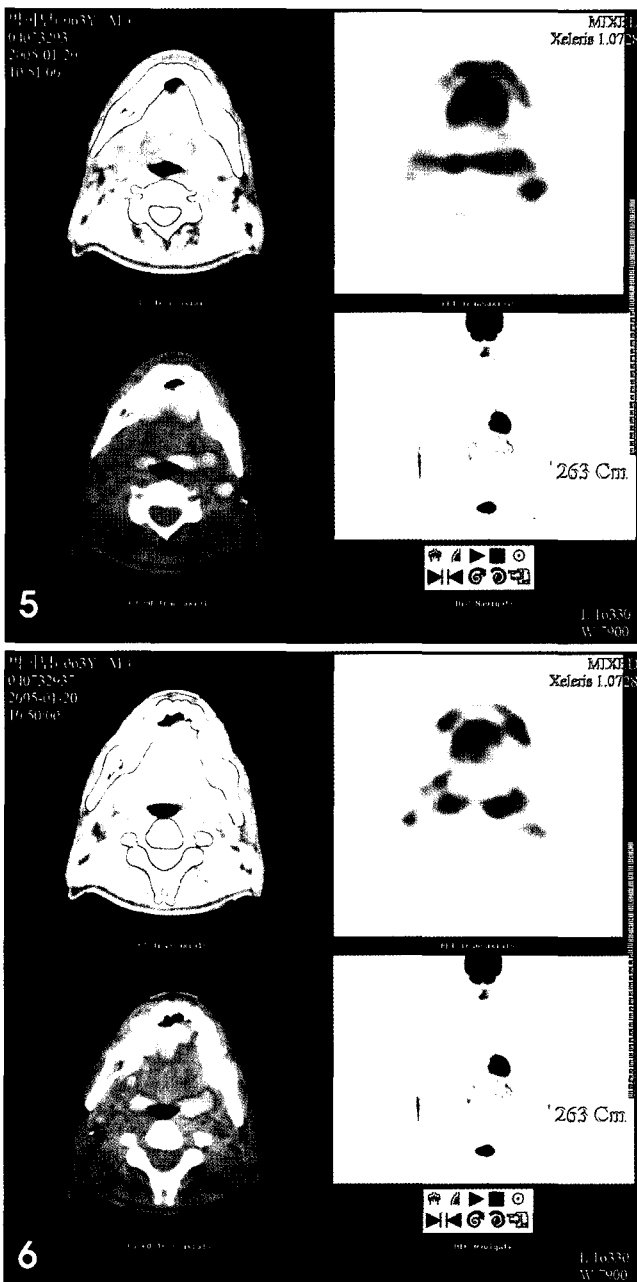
PET/CT scans. A focus of faint increased FDG uptake is noted in mouth. No demonstrable abnormal lymph node of increased FDG uptake in bilateral necks.
